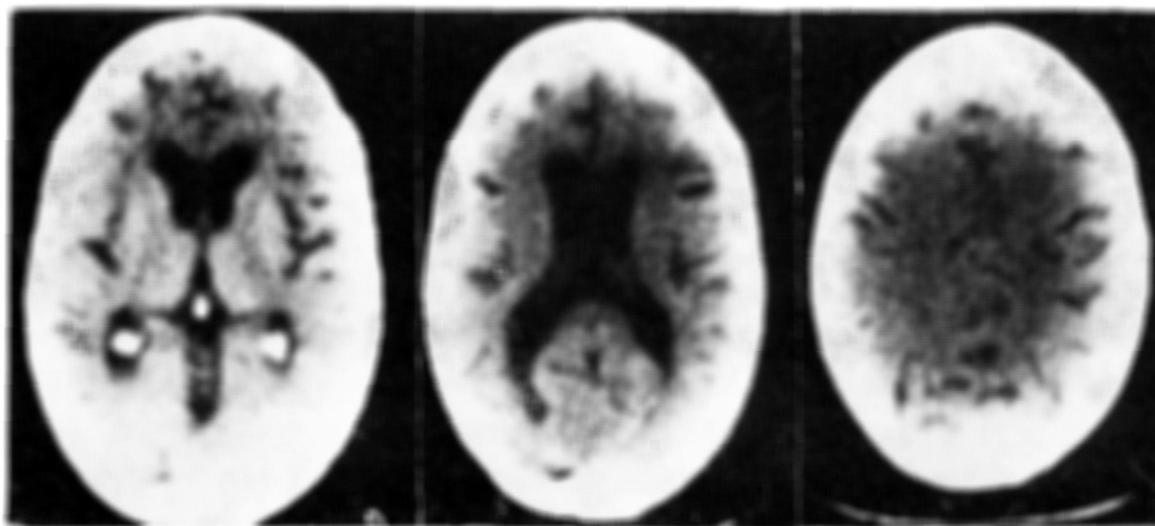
Caso R.C.B. Tomografia simples evidenciando atrofia difusa com aumento secundário do volume do sistema ventricular.
